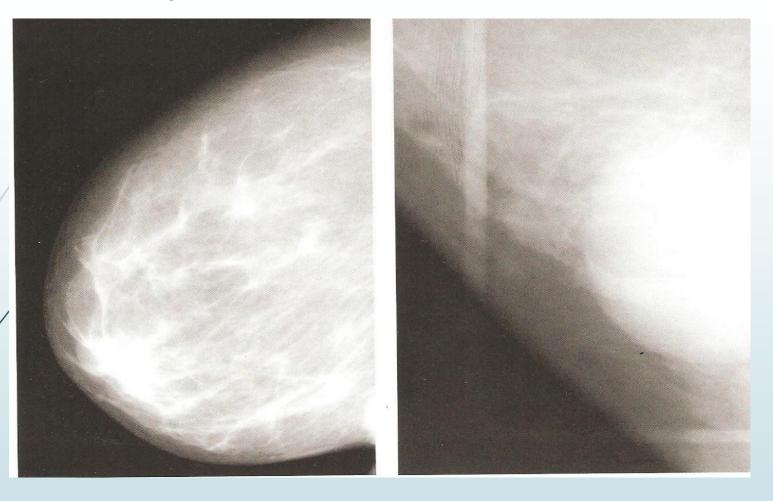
Рентгенограмма молочной железы в боковой проекции: в переходной складке у границы нижних квадрантов определяется плотное округлое образование с четко-нечеткими контурами, тесно связанное с кожей. Характерное выпячивание кожи, соответствующее расположению уплотнения; тень кожи сливается с тенью образования, образуя острый угол. Атерома.
